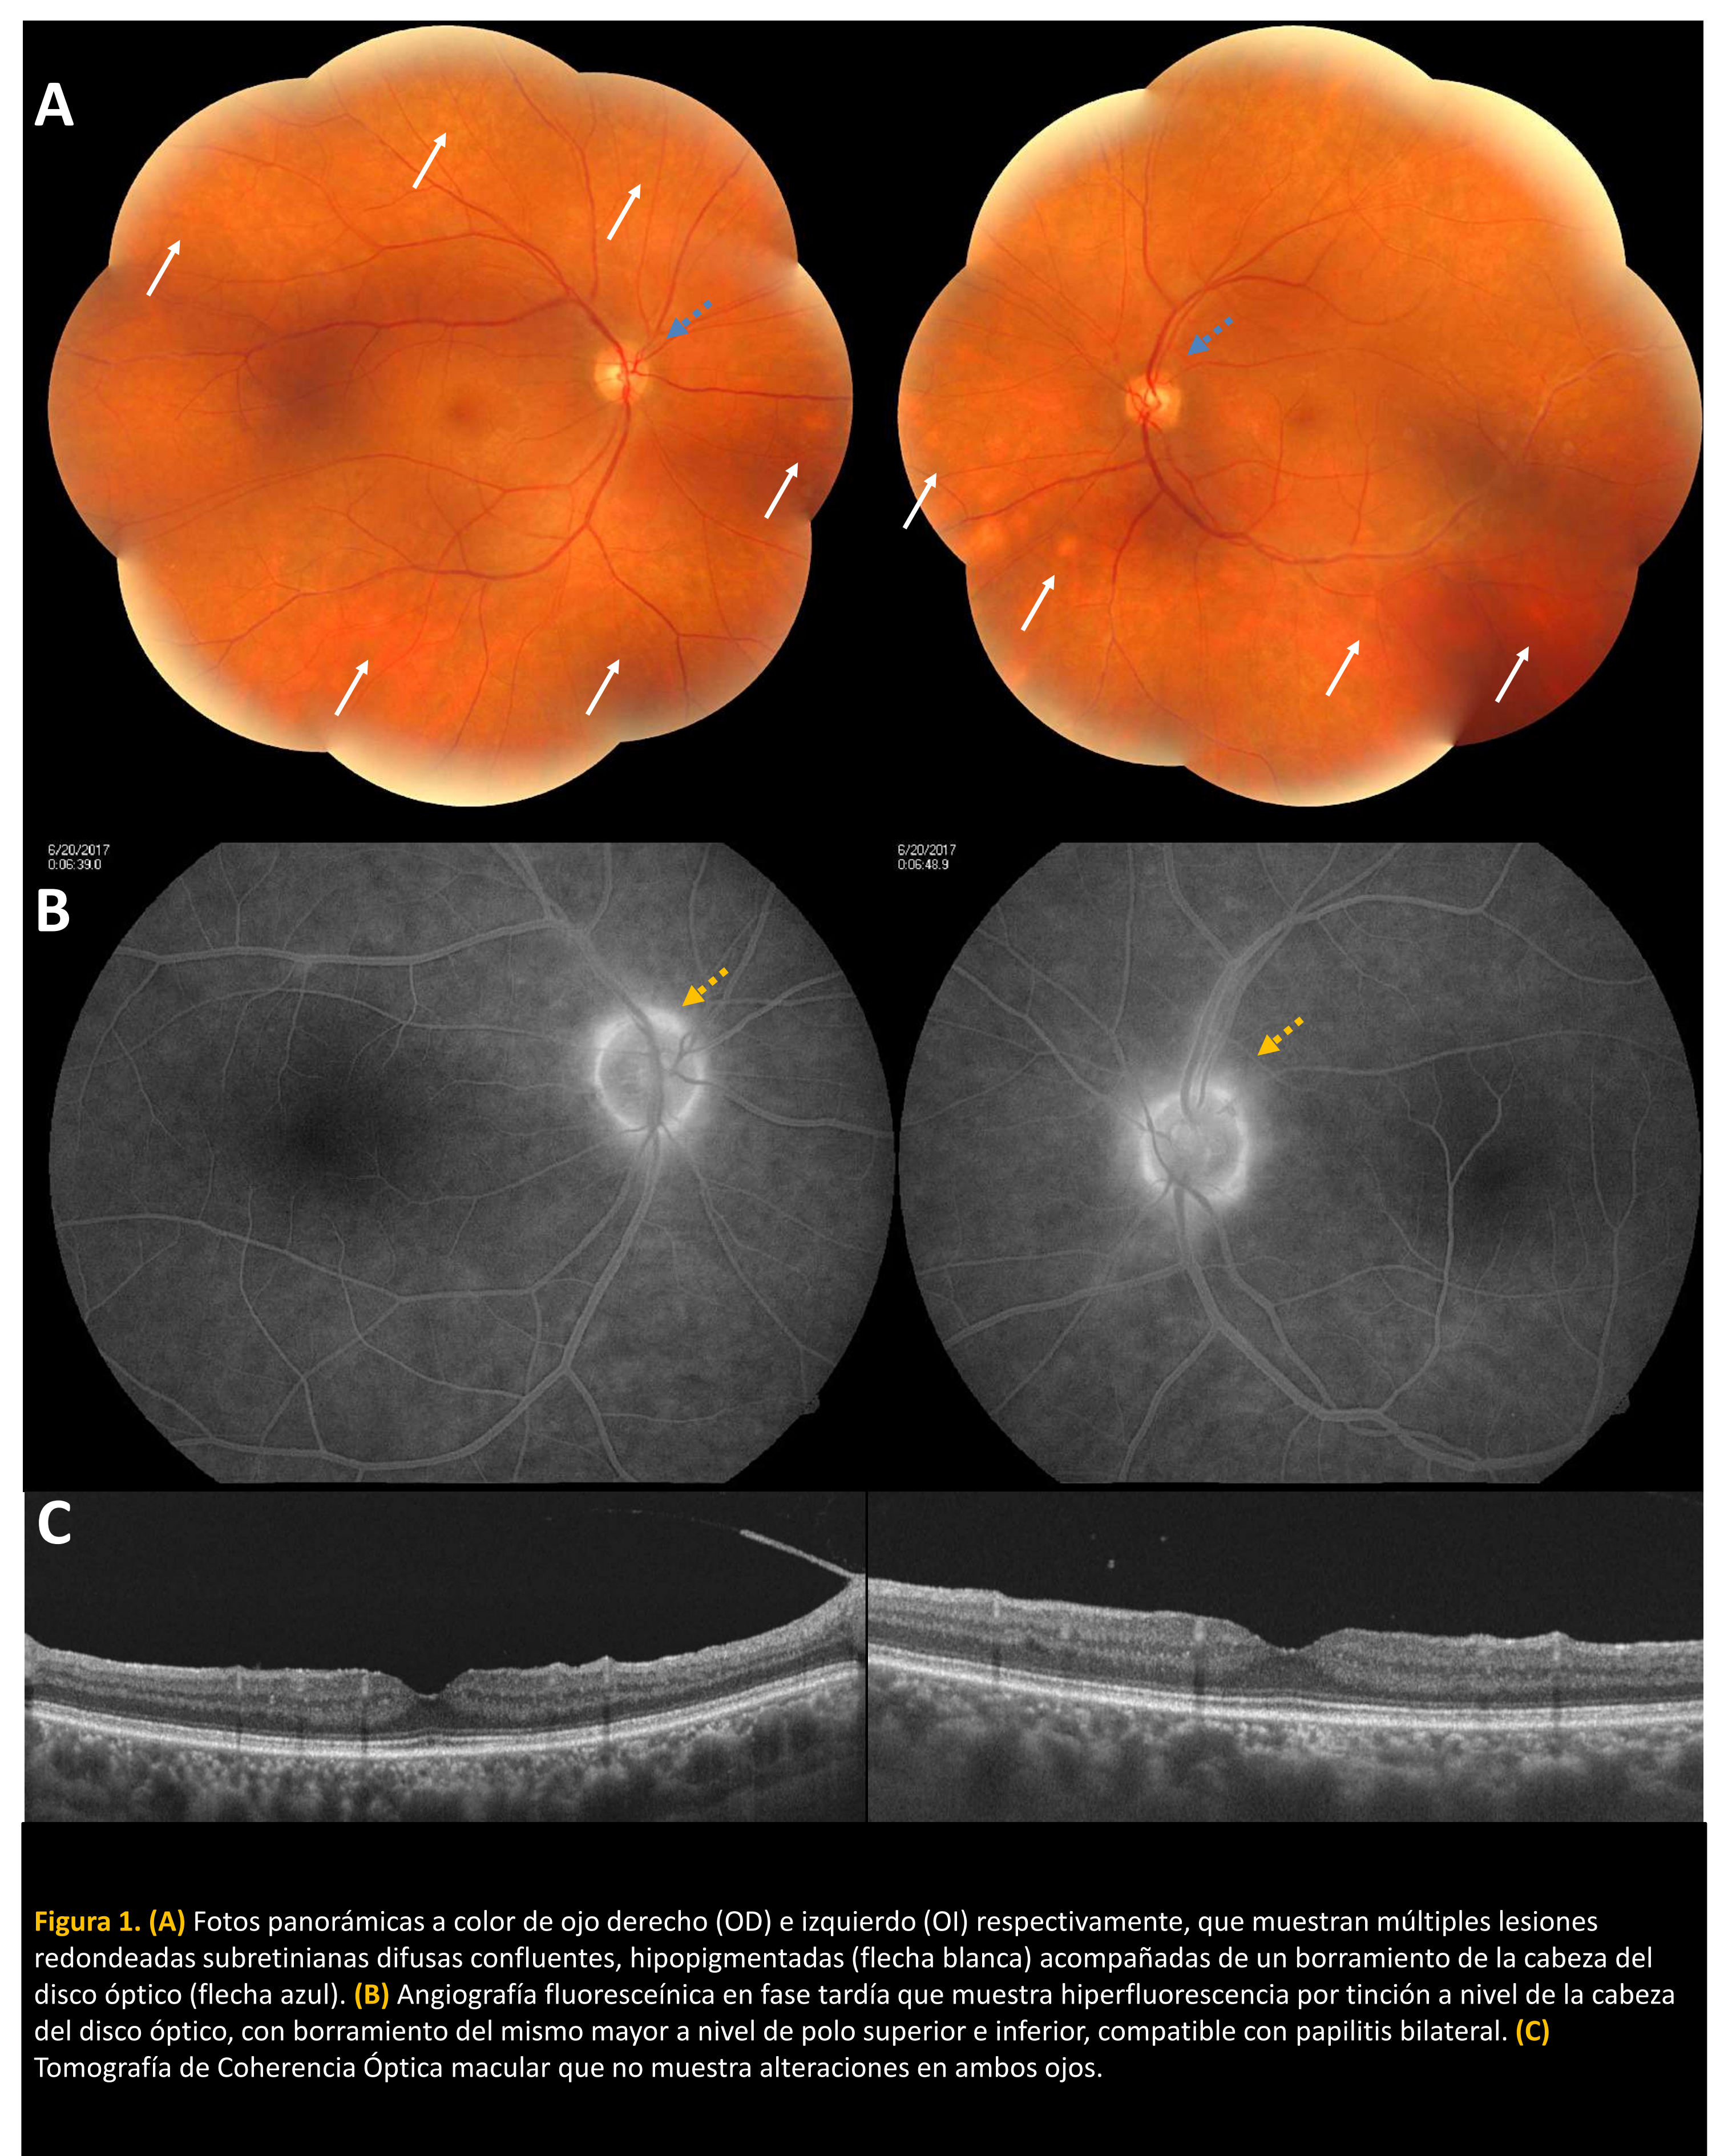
(A) Fotos panorámicas a color de ojo derecho (OD) e izquierdo (OI) respectivamente, que muestran múltiples lesiones redondeadas subretinianas difusas confluentes, hipopigmentadas (flecha blanca) acompañadas de un borramiento de la cabeza del disco óptico (flecha azul). (B) Angiografía fluoresceínica en fase tardía que muestra hiperfluorescencia por tinción a nivel de la cabeza del disco óptico, con borramiento del mismo mayor a nivel de polo superior e inferior, compatible con papilitis bilateral. (C) Tomografía de Coherencia Óptica macular que no muestra alteraciones en ambos ojos.
